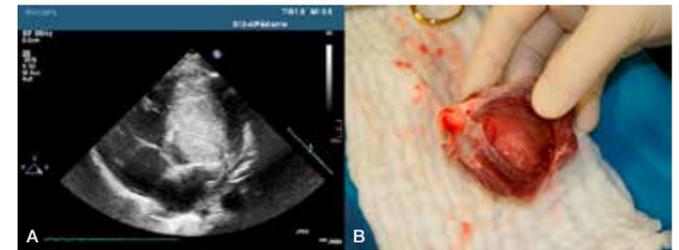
Patient mit intrakardialem Fibrom im apikalen 4-Kammer-Blick in der Echokardiographie. Der linke Ventrikel wird nahezu komplett von Tumormasse ausgefüllt, sodass die eigentliche Herzhöhle komprimiert ist (A). Blick durch den eröffneten rechten Ventrikel auf das interventrikuläre Septum nach Herztransplantation (B). Weißlich schimmernd ist der Tumor sichtbar.
